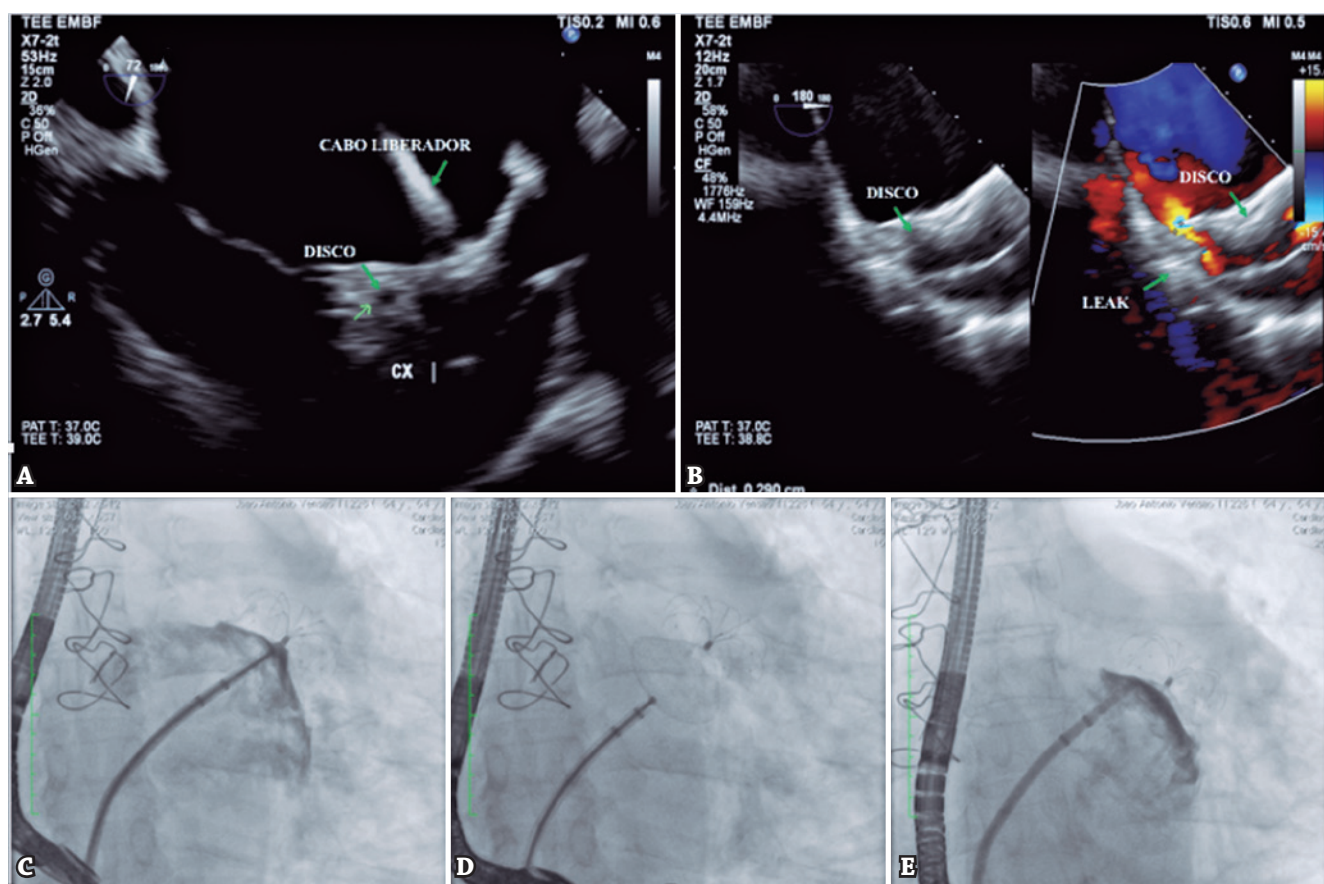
Imagens do ecocardiograma transesofágico e da fluoroscopia pré e pós-liberação dispositivo LAMBRE™ no apêndice atrial esquerdo.
